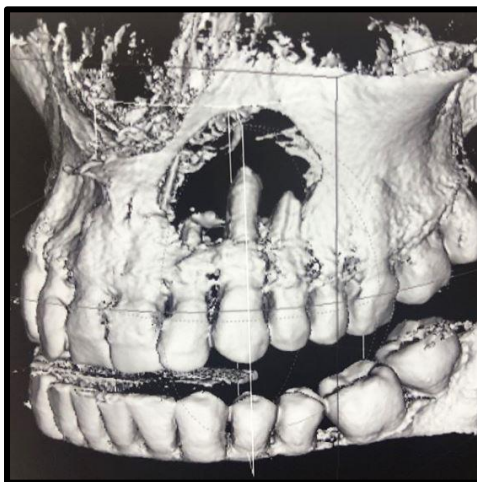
Tomografía axial computada. Curetaje, retiro de la lesión, junto con regeneración ósea con injerto de hueso liofilizado y factores de crecimiento autólogo. Tomado de: Dra. Nayhara Figueredo R. – Bogotá Cundinamarca.
